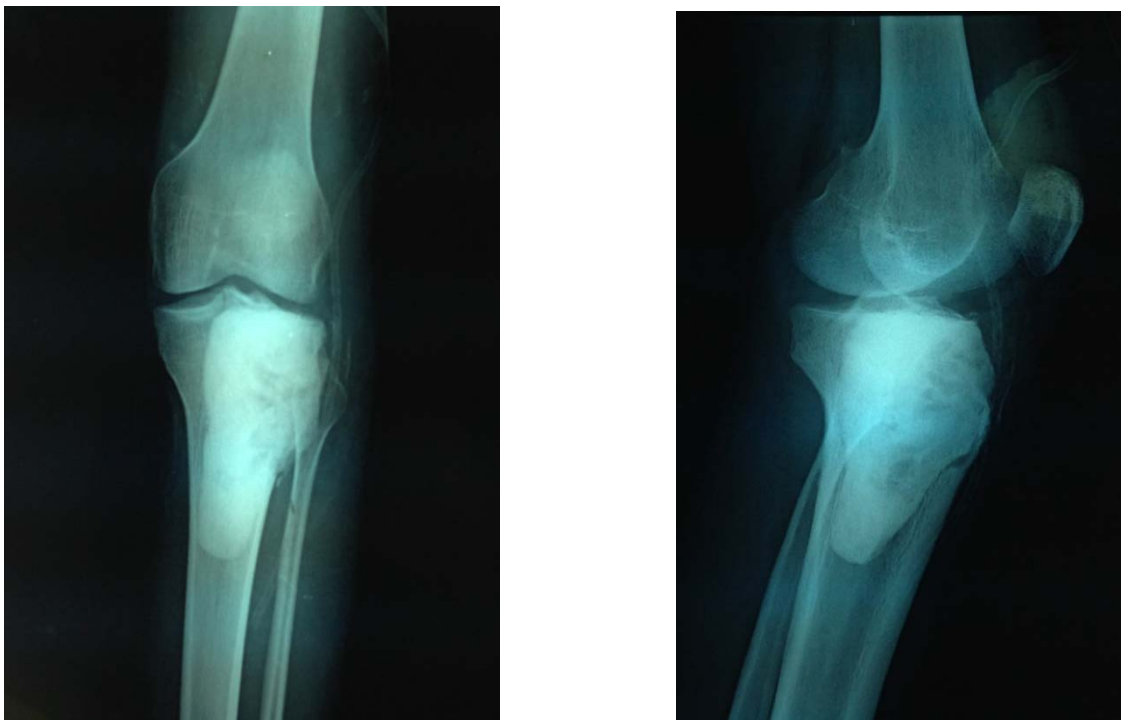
Radiographies de contrôle après curetage comblement par ciment acrylique d'une TCG de l'EST
